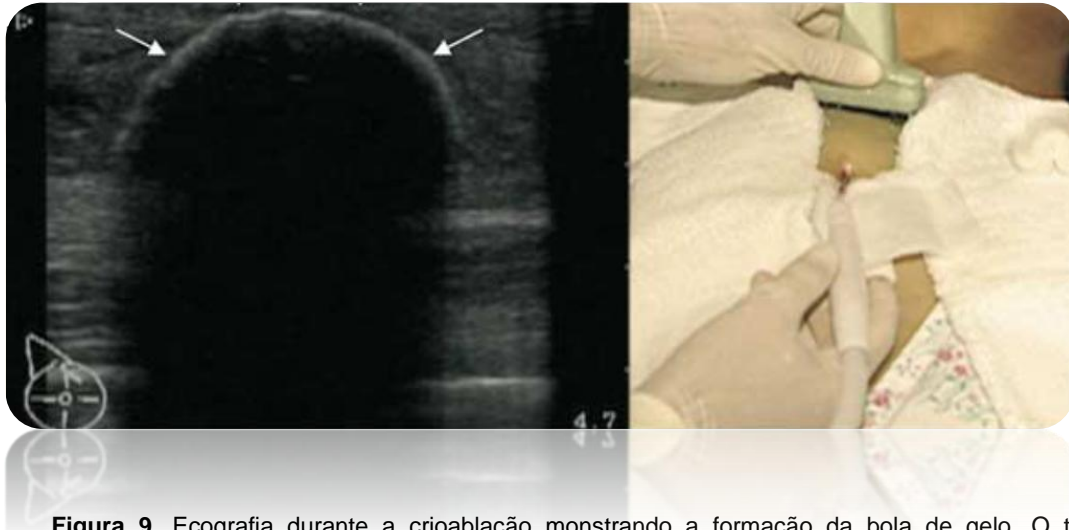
Ecografia durante a crioablação mostrando a formação da bola de gelo. O tecido congelado reflecte as ondas, criando assim uma bola de gelo simétrica e uniforme claramente definida (Imagem adaptada de [46]).
